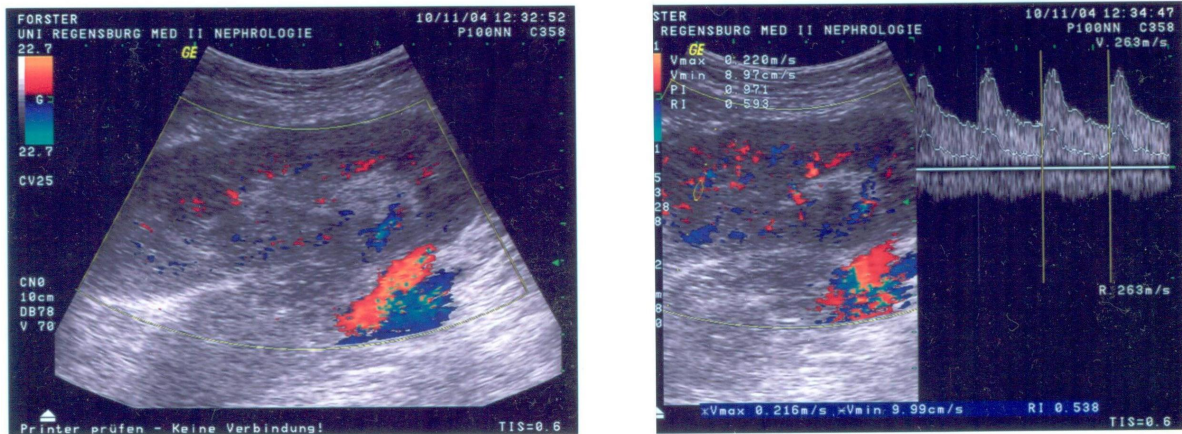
Sonographie der Transplantatniere
